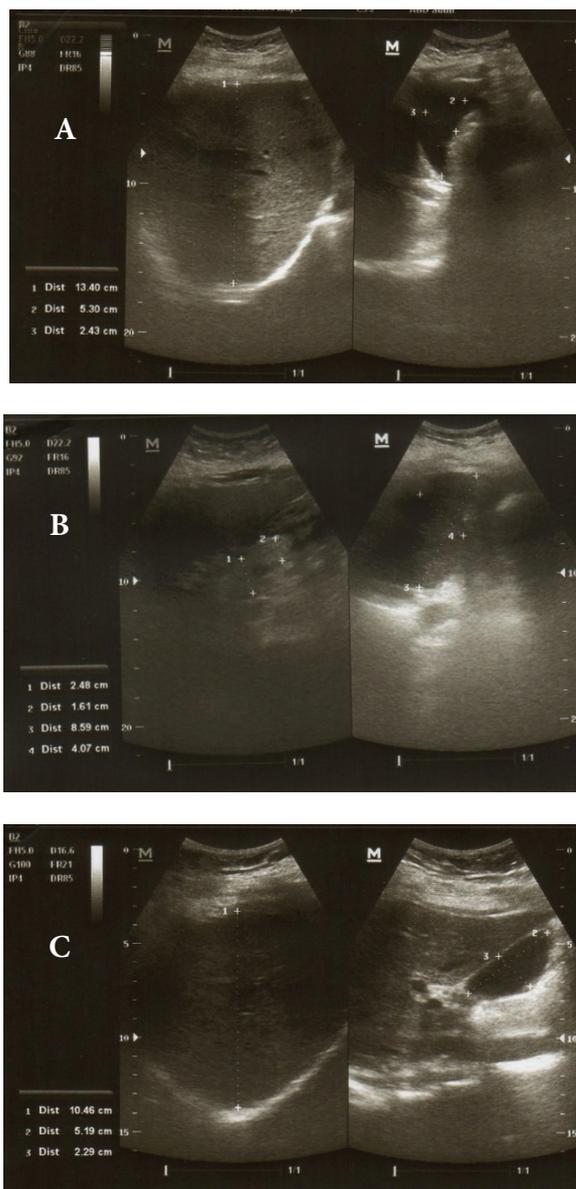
Ecosonografía abdominal en pacientes con LES. A) Esteatosis hepática grado I en paciente con LES. B) Esteatosis hepática grado II en paciente CTR. C) Estudio abdominal normal.
